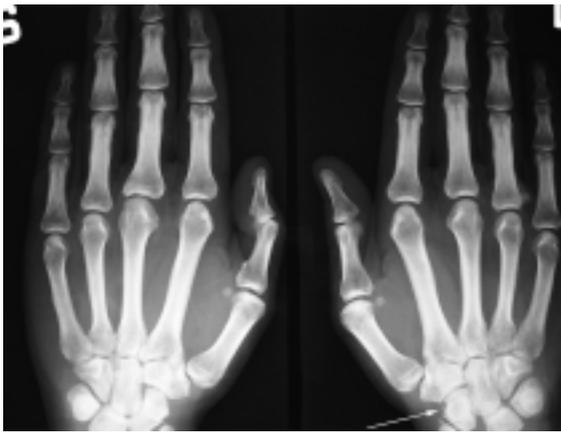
La radiografia delle mani evidenzia solamente la lesione dello scafoide, le restanti articolazioni sono integre.
